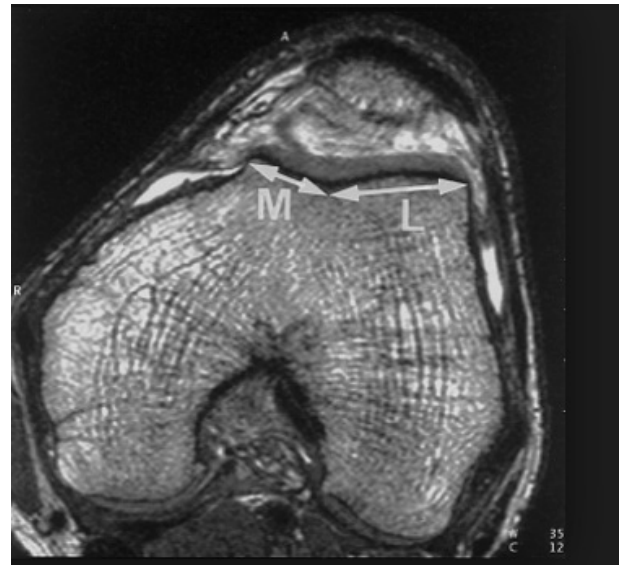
МР-томограма колінного суглоба в горизонтальній проекції
